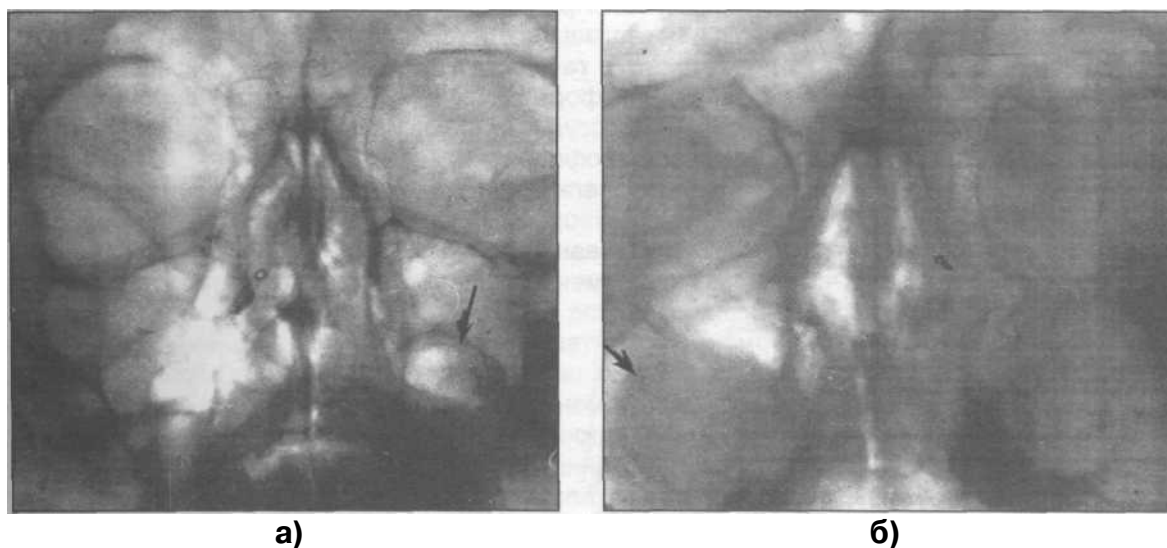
(а,б). Рентгенограмма придаточных пазух больного с радикулярной кистой, проросшей в верхнечелюстную пазуху (стрелкой указана верхняя граница кисты).
